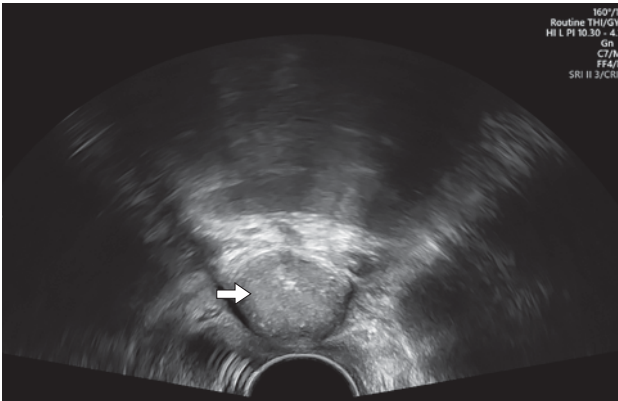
Трансвагинальное УЗИ малого таза. Гигрома лобкового симфиза (стрелка).
